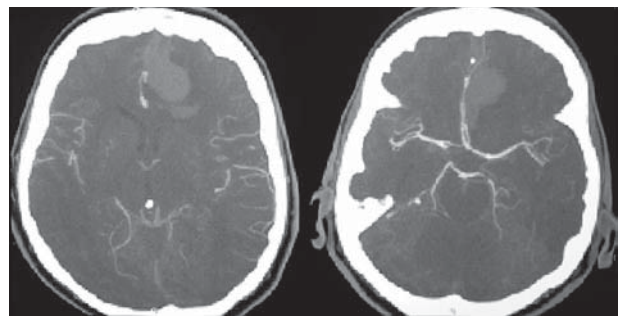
КТ головного мозку. Гематома в міжпівкульній щілині та мозолистому тілі
